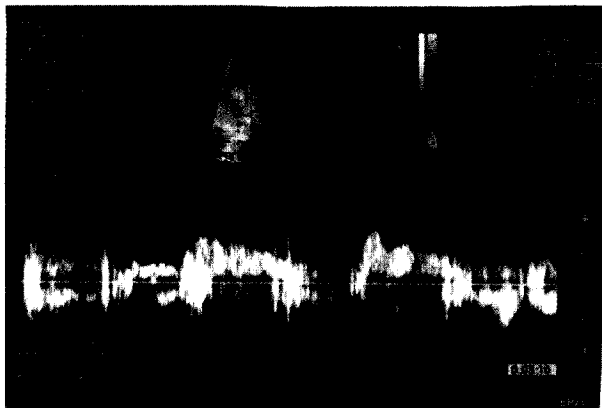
Eco transesofágico con Doppler pulsado en la región mediodistal de la arteria descendente anterior. Típica patente bifásica normal en donde la velocidad diastólica es mucho más elevada que la velocidad del período sistólico.
